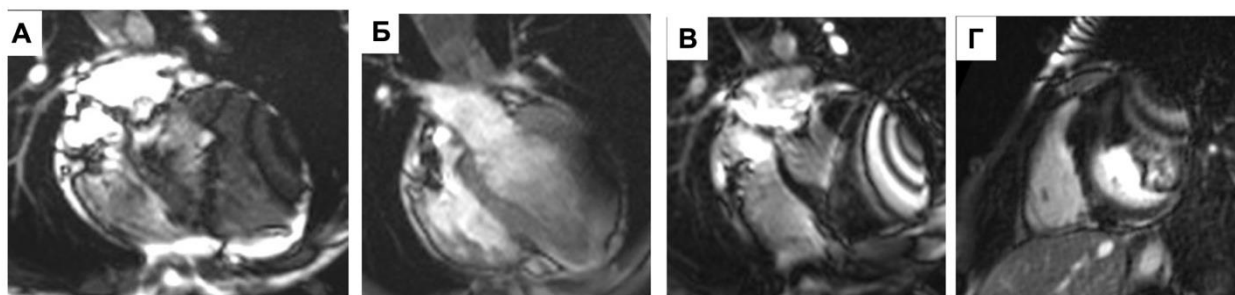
Клинический пример, пациент М. МРТ сердца с ИКД. Визуализируются артефакты восприимчивости от металлических объектов, затрудняющих оценку изображения: А - 4х-камерная проекция сердца, диастола желудочков, SSFP-последовательность; Б - 4х-камерная проекция сердца, диастола желудочков, FLASH-последовательность с быстрым сбором данных и малым углом; В - отсроченное контрастирование, PSIR, 4х-камерная плоскость; Г - отсроченное контрастирование, PSIR, короткая ось [223].
